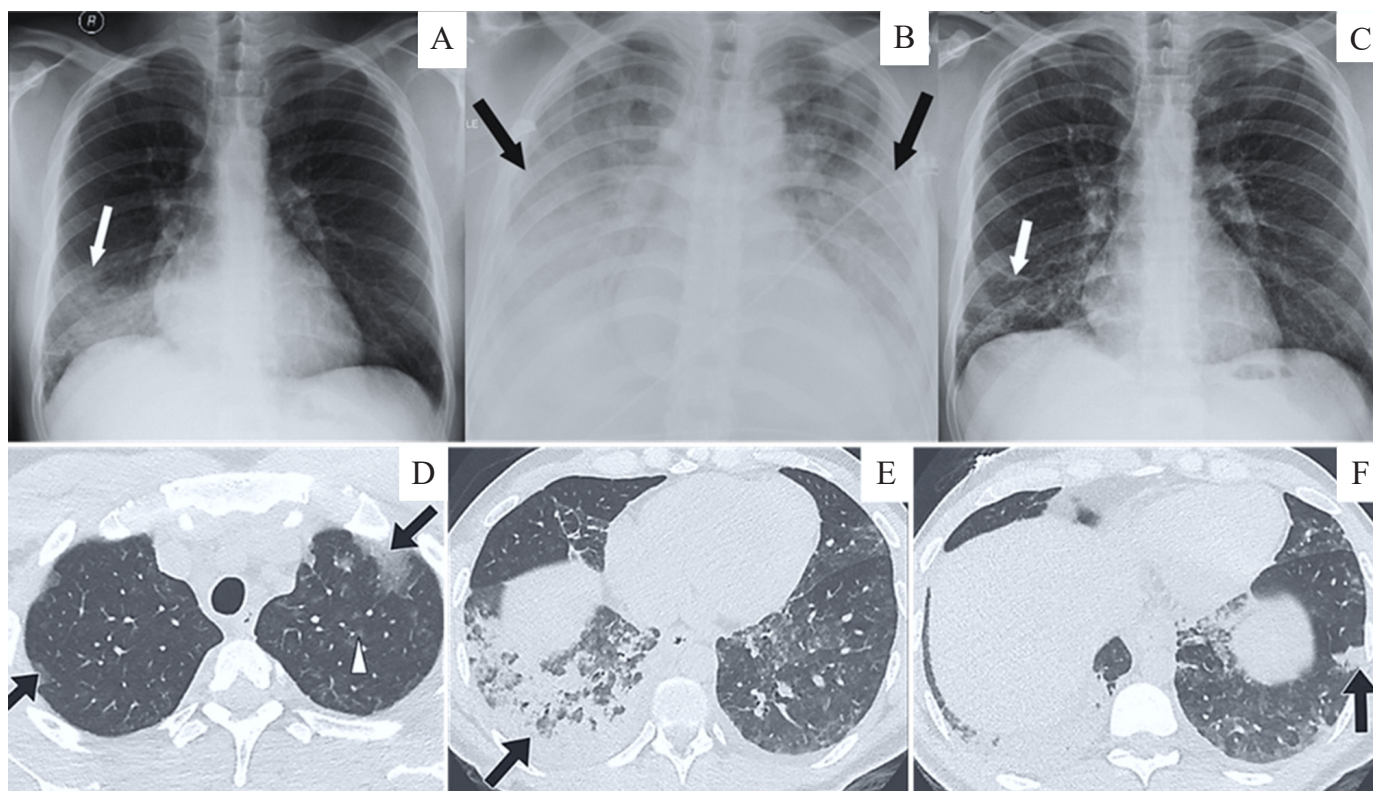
MERS-CoV [20]. Попередньо здоровий чоловік 27 р., медичний працівник. Рентгенологічні дослідження А-С; ВРКТ D-F. А- перше обстеження (10 доба від появи клінічних симптомів): фокус GGO в нижній частці правої легені; В- найбільш виражені зміни (15 доба): білатеральне, переважно в нижніх відділах легень зони GGO та консолідації; С- 83 доба від появи клінічних симптомів: – ретикулярні ущільнення та GGO в нижній частці правої легені; D – білатерально у верхніх відділах легень візуалізуються субплевральні GGO та нечіткі центрилобулярні GGO- вузлики; E,F: глевральна ефузія, поширені (права нижня частка, E) та дрібні фокальні (ліва нижня частка F) субплевральні зони консолідації.
